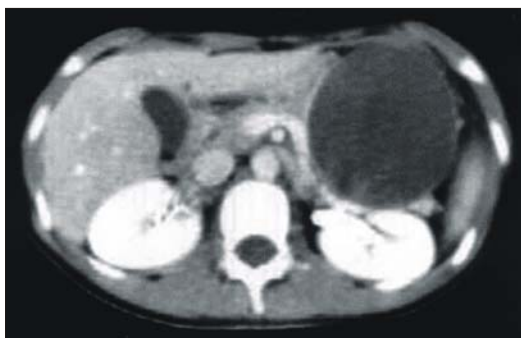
Abdominal CT scan with contrast showed a well-defined mass of heterogenous attenuation at the tail of the pancreas.
